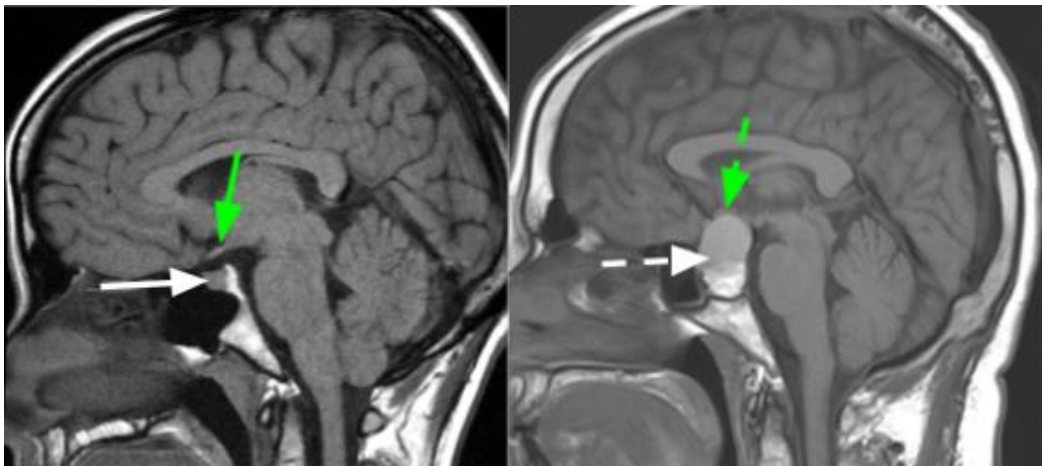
En las imágenes de resonancia magnética se pueden apreciar la glándula hipofisaria normal (izquierda, flecha blanca continua) y un tumor hipofisario (derecha, flecha blanca discontinua). Las flechas verdes indican la localización del quiasma óptico en condiciones normales (izquierda, flecha continua) y oprimido por el tumor de hipofísis (derecha, flecha discontinua). Tomado de la web page de “The North American Neuro-Ophthalmology Society” (www.nanosweb.org).
